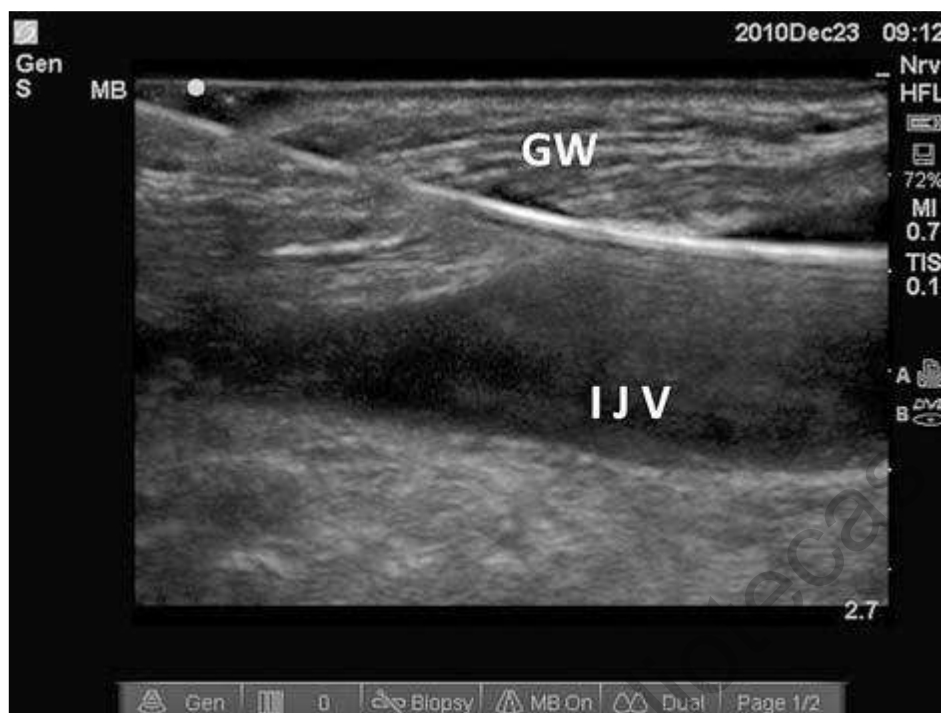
7. Imagen de ultrasonido de un corte en Eje largo de la vena yugular interna y estructuras circundantes en cuello anterior.
